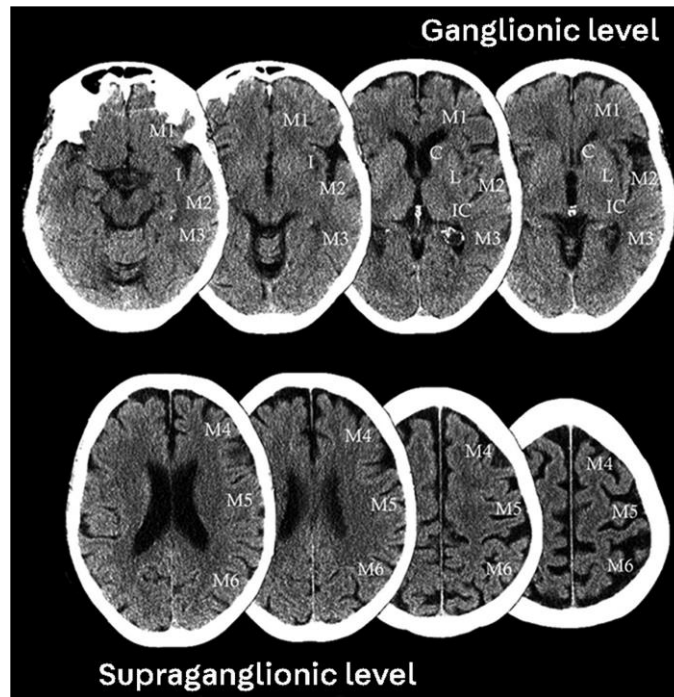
Tomada de (2). ASPECTS aplicada a la TC sin contraste. M1 a M6 son seis regiones corticales distintas en el territorio vascular de la arteria cerebral media. C = núcleo caudado; I = ínsula; IC = cápsula interna; L = núcleo lenticular.
